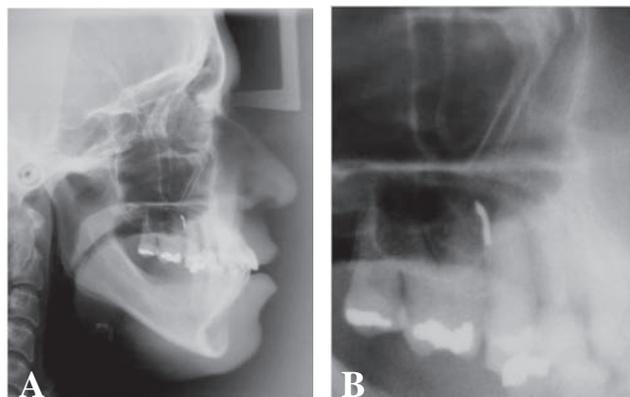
Telerradiografia em norma lateral (a) e Zoom (b), para identificar que o objeto se projetou no interior do seio maxilar.
